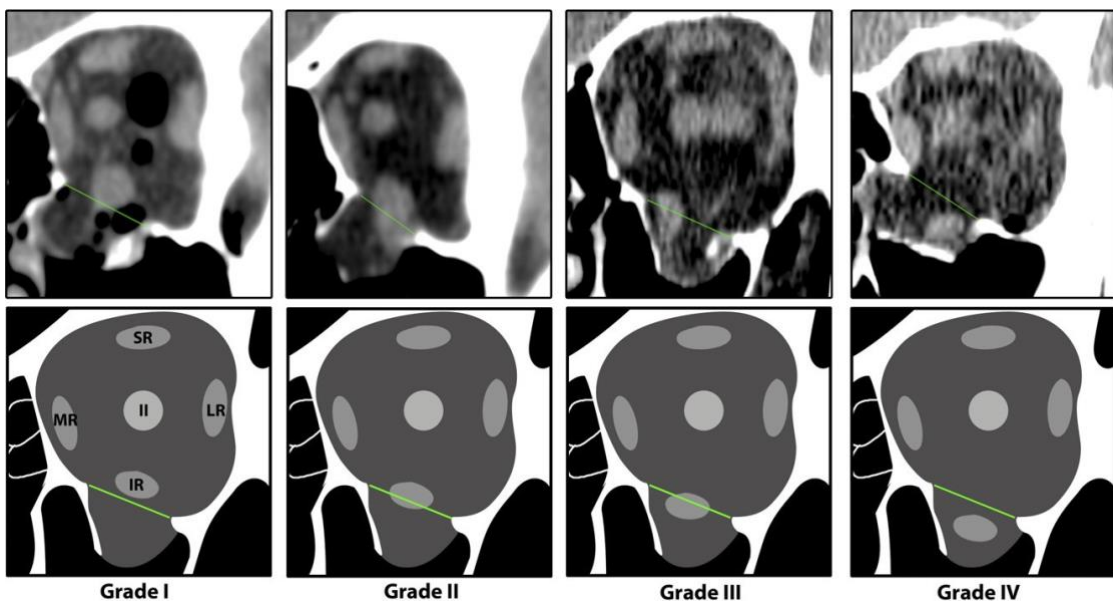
Kategorisierung der MRI-Position nach Schouman [Schouman 2012b]
